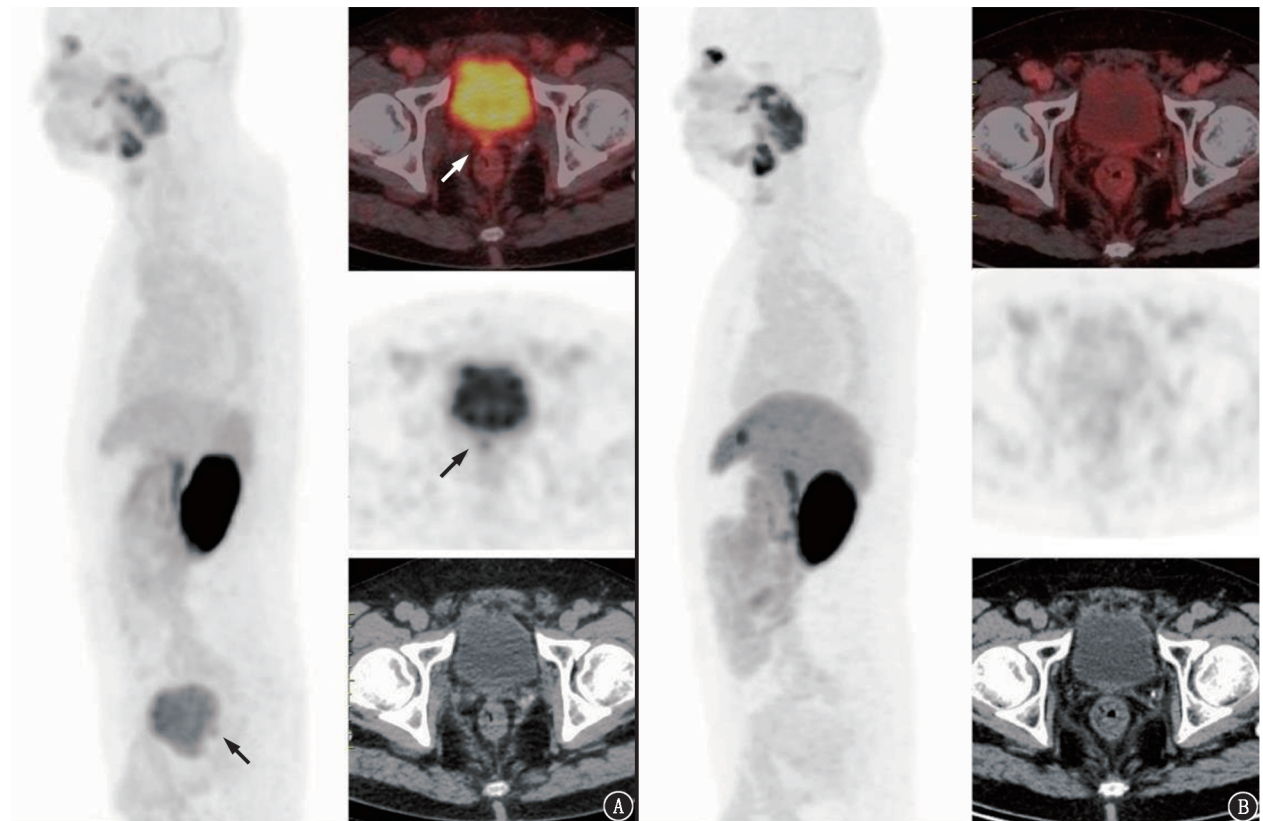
前列腺癌患者(77岁)前列腺癌根治性切除术后 Al^{18}F -前列腺特异膜抗原(PSTA)-BCH PET/CT 显像图。患者前列腺癌根治性切除术后2年,Gleason 评分4+3=7分,分期pT2cN0M0,PET/CT 显像前前列腺特异抗原(PSA)0.189 $\mu\text{g/L}$ 。A.矢状位最大密度投影图显示前列腺床显像剂浓聚灶(黑箭头示),轴位 PET/CT 融合图像显示术区局部显像剂浓聚灶(白箭头示), SUV_{max} 6.7,考虑为前列腺癌术后局部复发,患者随即行前列腺术区放射治疗,放疗结束后6个月 PSA<0.006 $\mu\text{g/L}$;B.放疗后6个月复查 Al^{18}F -PSTA-BCH PET/CT 显像,原前列腺床显像剂浓聚灶未见,符合治疗后改变,余躯干部未见异常放射性浓聚灶
